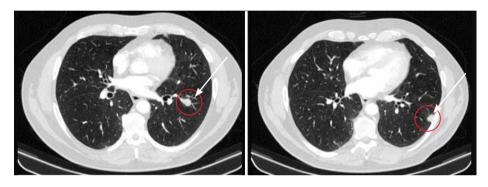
Компьютерные томограммы органов грудной клетки от января 2023 г. (образования левого легкого указаны стрелками)
